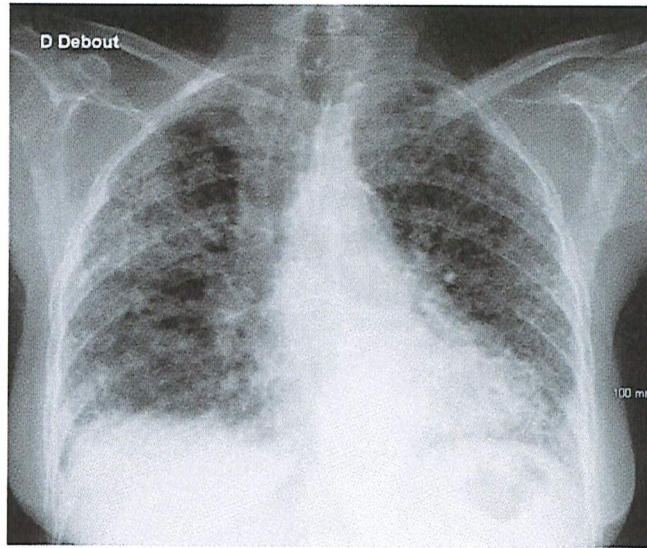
Aspect de PID à la radiographie thoracique [54].
